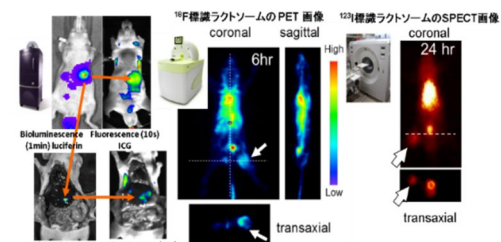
マウス肝臓に移植された肝臓がん (HepG2) の ICG 標識ラクトソーム近赤外イメージング (木村ら Biomaterials, 30, 5156, 2009) と短寿命核種標識ラクトソーム腫瘍の PET, SPECT 描画 (山本ら Mol. Imaging Biol., 12 (Suppl.2), S948, 2010, Nucl. Med. Biol., 40, 387, 2013)
